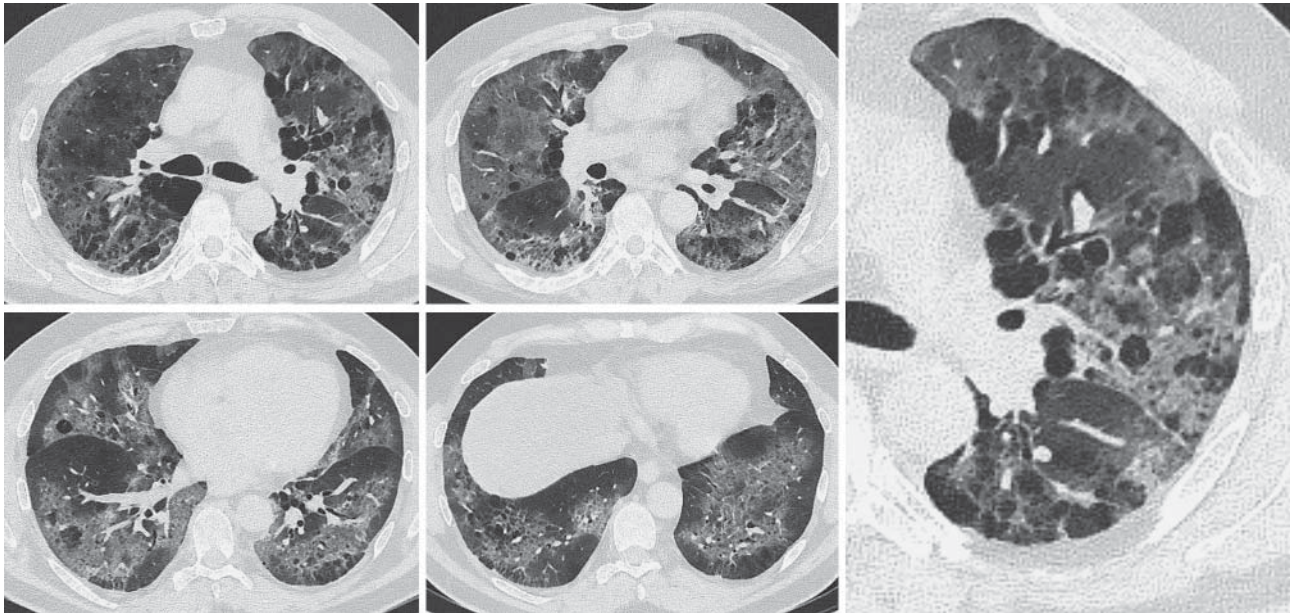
КТ ОГК в аксиальной проекции с увеличенным фрагментом левого легкого от 01.04.2020. Пациент 52 года, COVID-19. Проявления вирусного поражения легких в виде обширных участков “матового стекла” с ретикулярными изменениями на фоне эмфиземы легких, что может быть ошибочно расценено как формирование мелких полостей.
